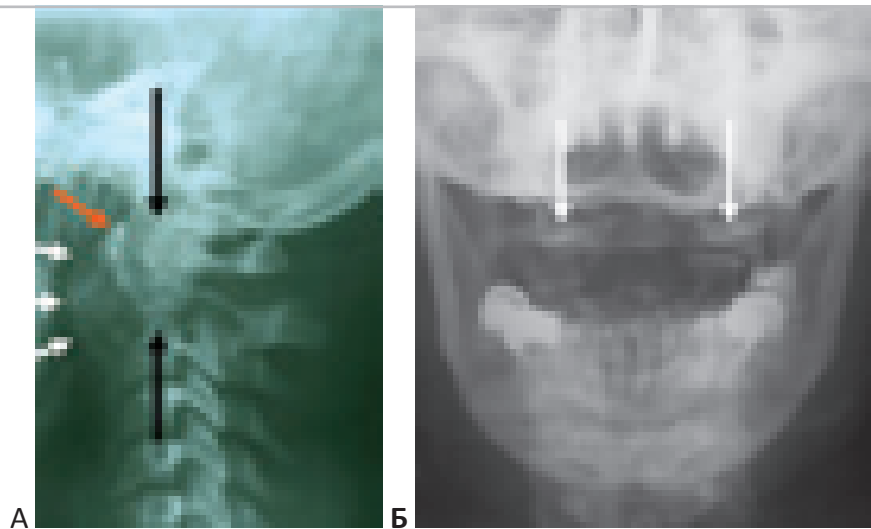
Рентгенограммы больной с хордой основания черепа, распространяющаяся на C1-C2 позвонки, нестабильность краниовертебрального сочленения. “А” – деструкция опухолью C1 и C2 позвонков (чёрные стрелки). Смещение кпереди передней полудуги атланта (оранжевая стрелка). Передний контур опухоли (белые стрелки). “Б” – Латеральное смещение атланта влево (стрелки).
